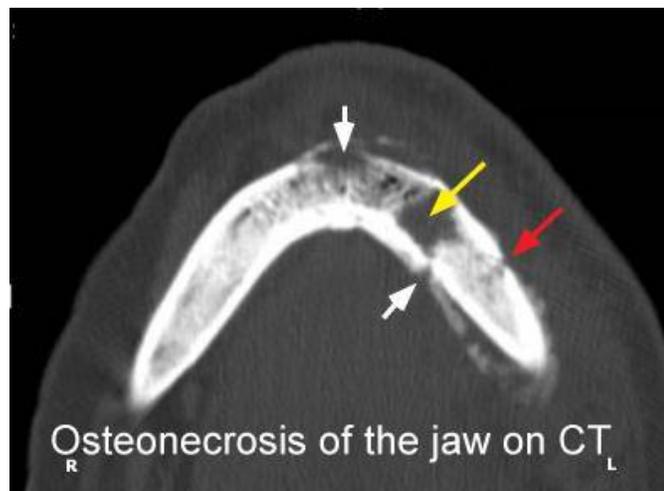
Osteonecrosis mandibular vista en una tomografía.
